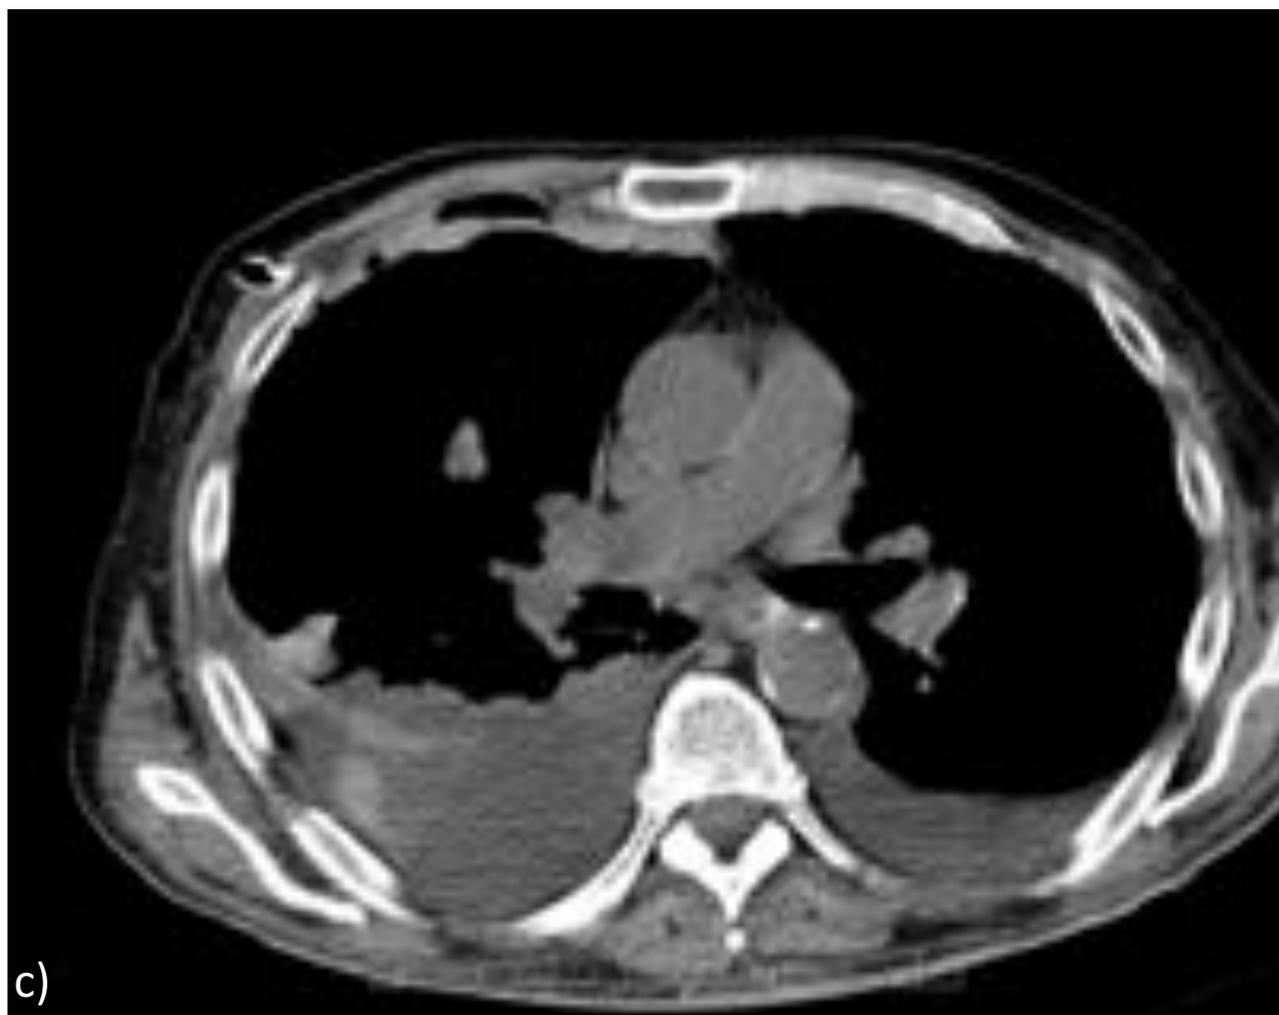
c) Se completa estudio con TC torácico sin contraste endovenoso que presenta derrame pleural bilateral, sobre todo derecho con contenido hiperdenso, compatible con hemotórax iatrogénico. Se confirma ausencia de neumotórax.
